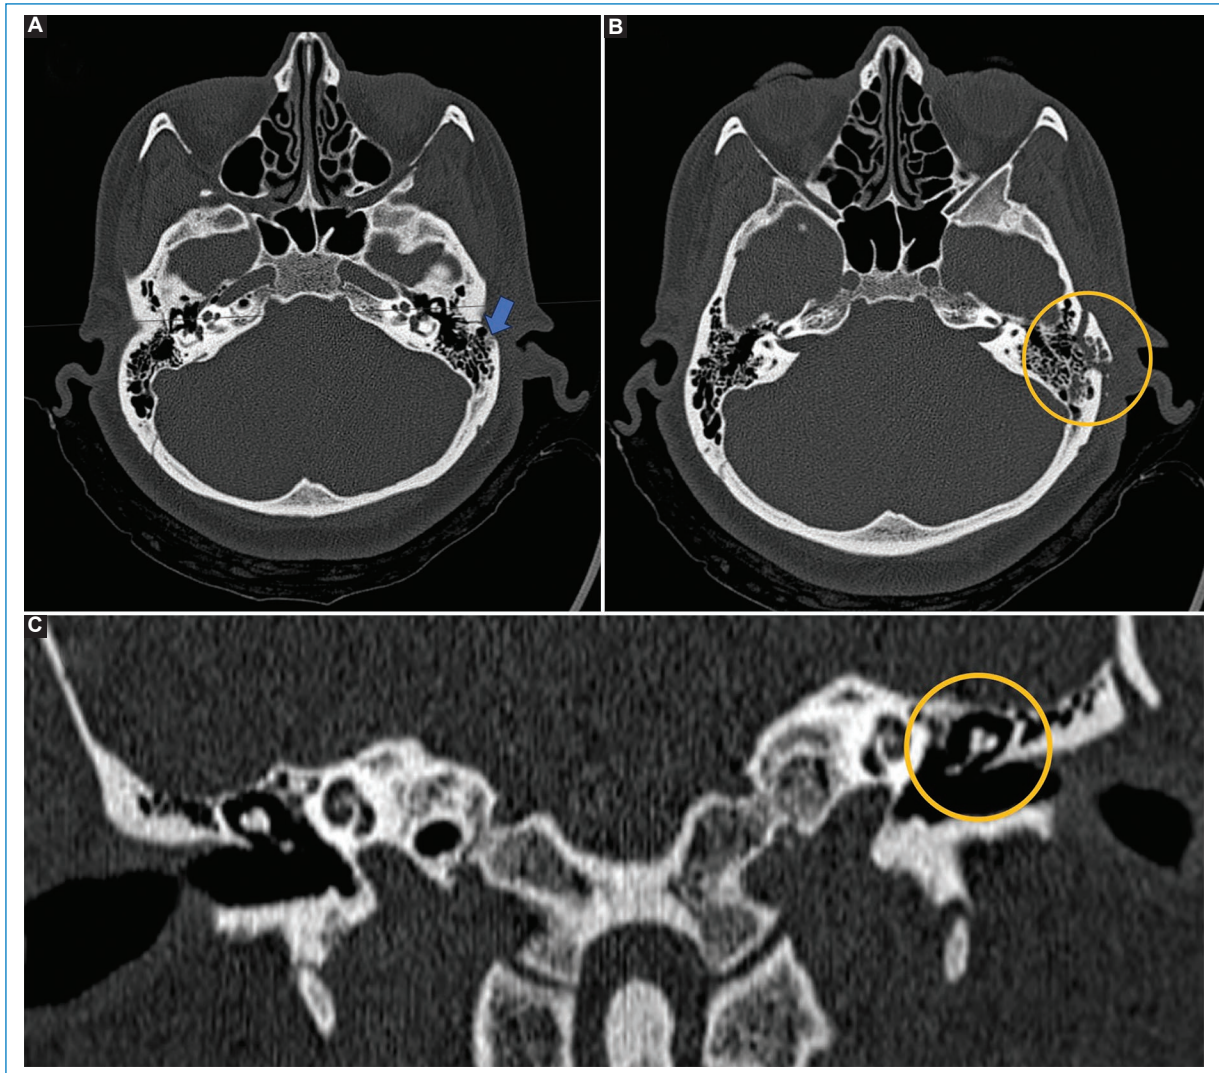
TC de cerebro en un paciente con trauma craneoencefálico de alto impacto (A) y planos axiales (B) donde se observa un trazo de fractura transversal en el hueso parietal izquierdo que afecta la porción mastoidea y timpánica (flecha), con fragmentos óseos desplazados (círculo). (C) Plano coronal en el que se evidencia la separación incudomaleolar izquierda que denota desconexión de la cadena osicular.
